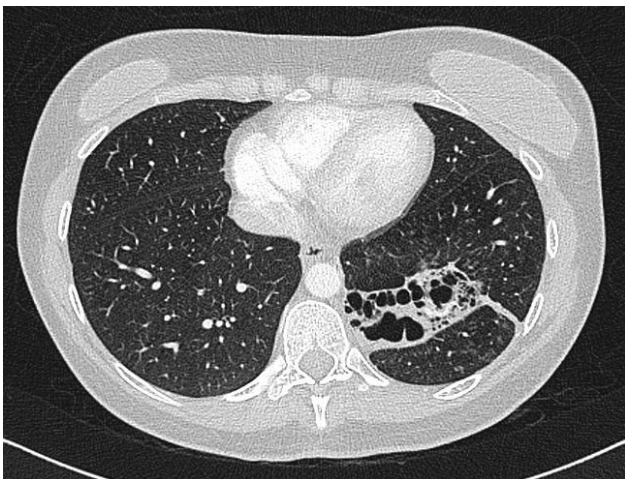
TAC de tòrax (març de 2017)
